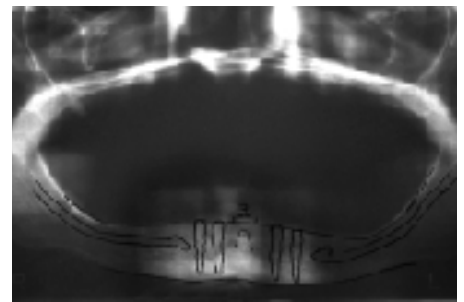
Röntgenologische Darstellung und Analyse des Knochenangebotes.
